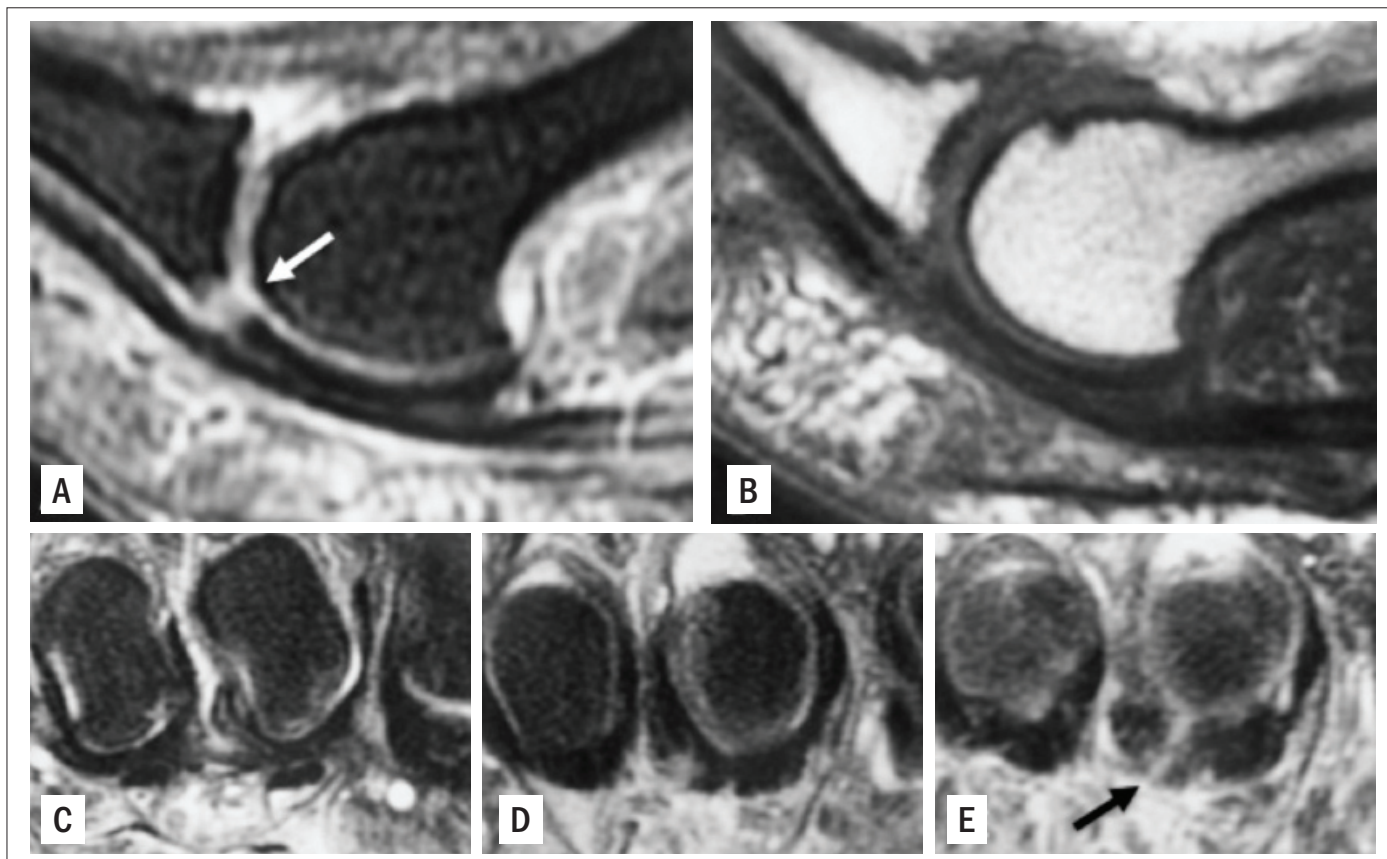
Achados característicos de lesão da placa plantar no exame de ressonância magnética: A. A seta branca mostra o ponto exato da ruptura da placa plantar no plano sagital (hipersinal em T2); B. Na imagem sagital em T1, a mesma lesão aparece agora como uma área de baixo sinal. C, D e E são imagens coronais, que mostram a distensão da articulação e dos tecidos moles circundantes à placa plantar. A seta negra indica uma ruptura longitudinal lateral da placa plantar.
